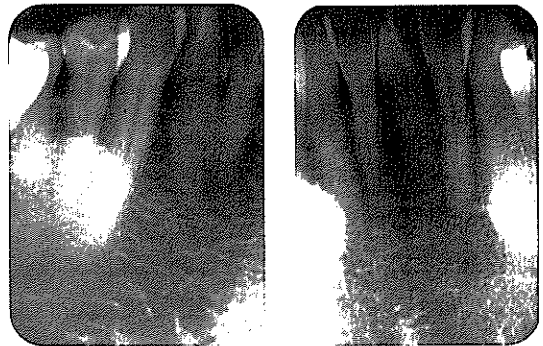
하악 좌우 견치, 소구치부에서 관찰되는 하악골 용기. #43, #42 치아 하방에 관찰되는 방사선불투과상이 촬영각도를 달리한 치근단 방사선사진에서 #44, #43 치아의 하방으로 이동되어 관찰된다.
